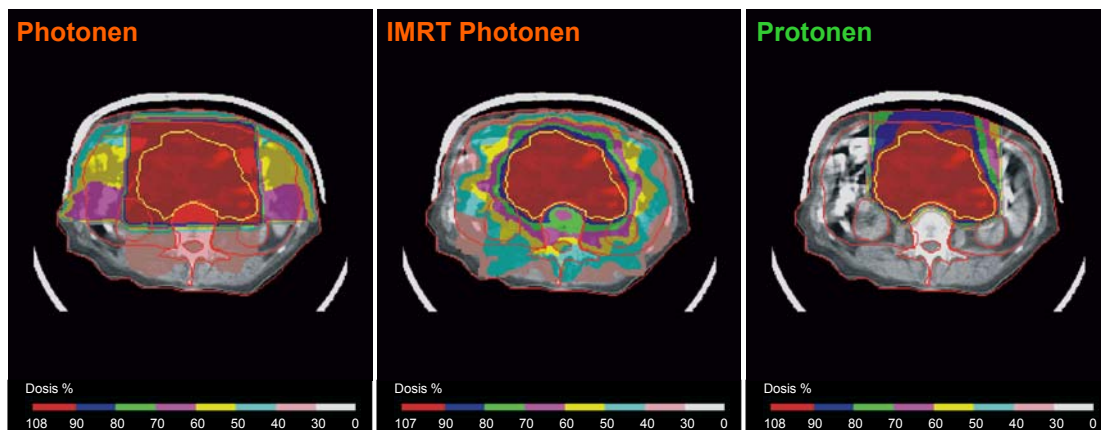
Computertomographischer Querschnitt aus dem Bauchraum, Bestrahlungsplan einer konventionellen Photonen-, IMRT-Photonen- und Protonenbestrahlung am Beispiel eines metastasierten Prostatakarzinoms. (Quelle: Lomax AJ, et al.: Radiother Oncol 1999; 51: 257-271)
